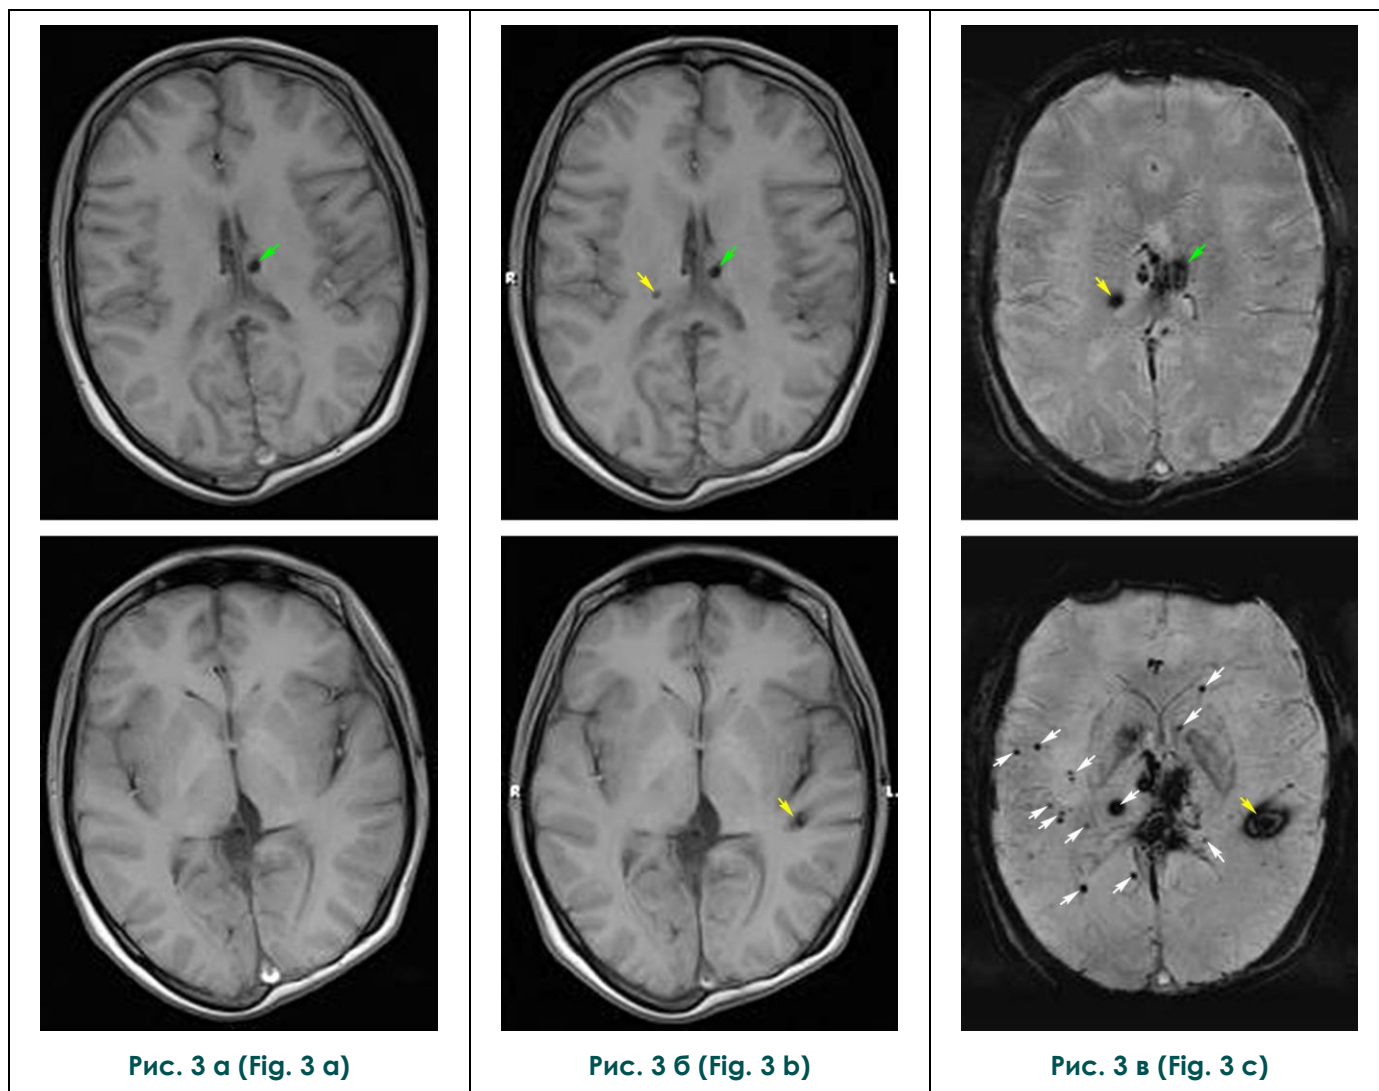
Сопоставление МРТ головного мозга на аналогичных уровнях в 2014 и 2018 гг.: T1-ВИ от 2014 г. (а), T1-ВИ (б) и SWI (в) от 2018 г.
